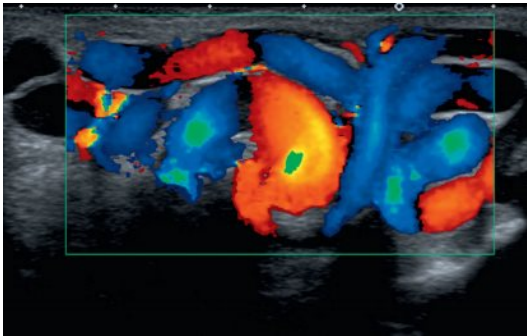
Varicocèle au Doppler couleur : remplissage spontané au repos.
